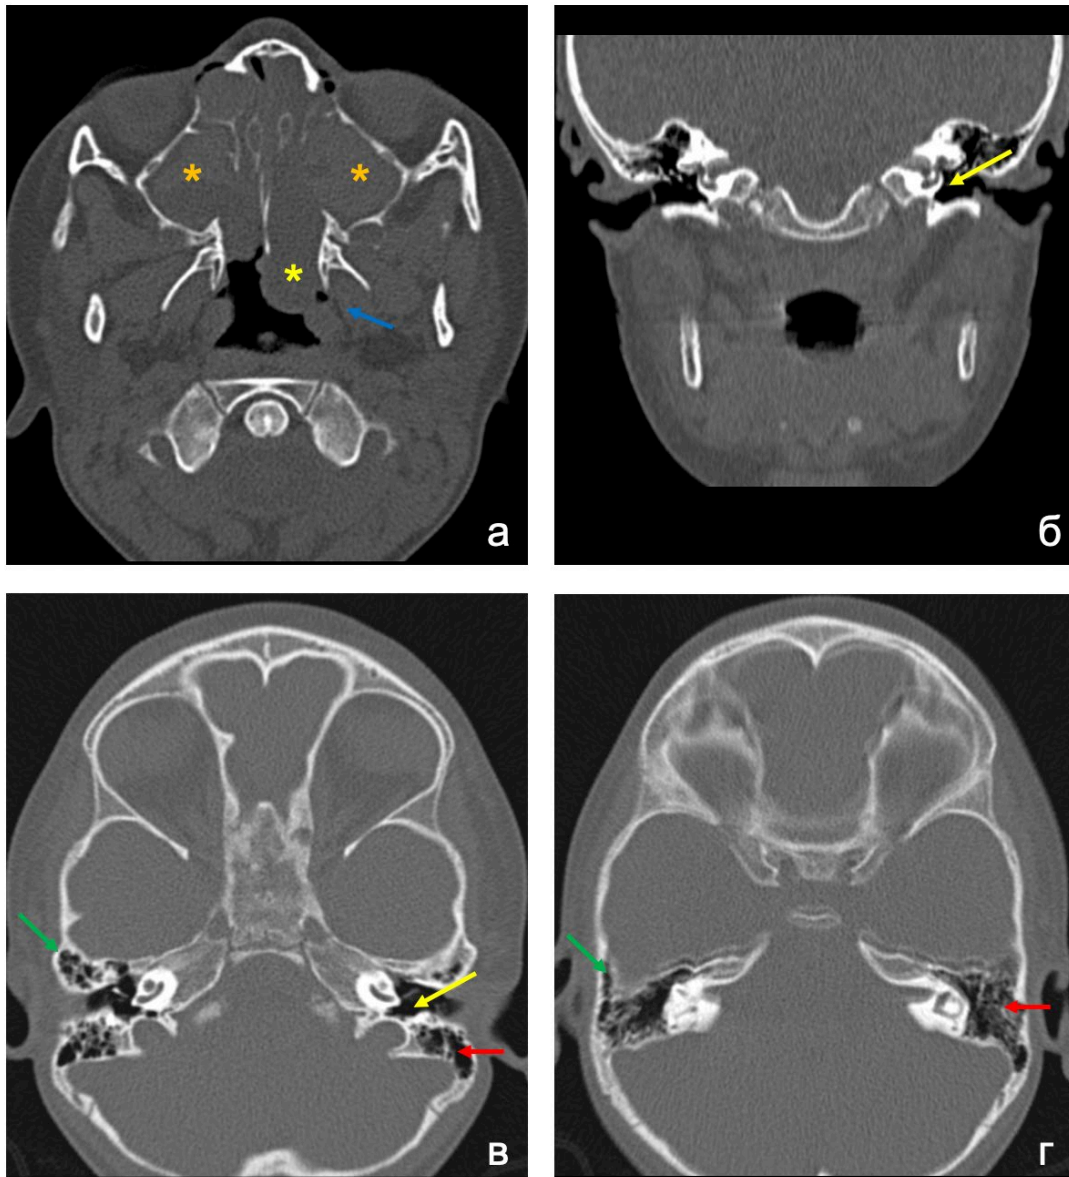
КТ ОНП и височных костей пациентки с МВ 3 лет (генотип F508del/F508del). (а) аксиальная проекция: визуализируется полипозная ткань, распространяющаяся в носоглотку слева (указано желтой звездочкой), в ВЧП с обеих сторон – явление «естественного контрастирования» (отражает скопление плотного гнойного отделяемого, указано оранжевыми звездочками), значимый объем ткани плоточной миндалины (аденоидов) отсутствует, область глоточного устья слуховой трубы слева (указано голубой стрелкой) в непосредственном контакте с полипозной тканью; (б) коронарная проекция, (в,г) аксиальная проекция: визуализируются височные кости с пневматизированными барабанными полостями (указано желтой стрелкой), пневматическим типом строения сосцевидного отростка (указано красной стрелкой) и пневматизацией скулового отростка височной кости (указано зеленой стрелкой) (изображения с небольшими двигательными артефактами)
